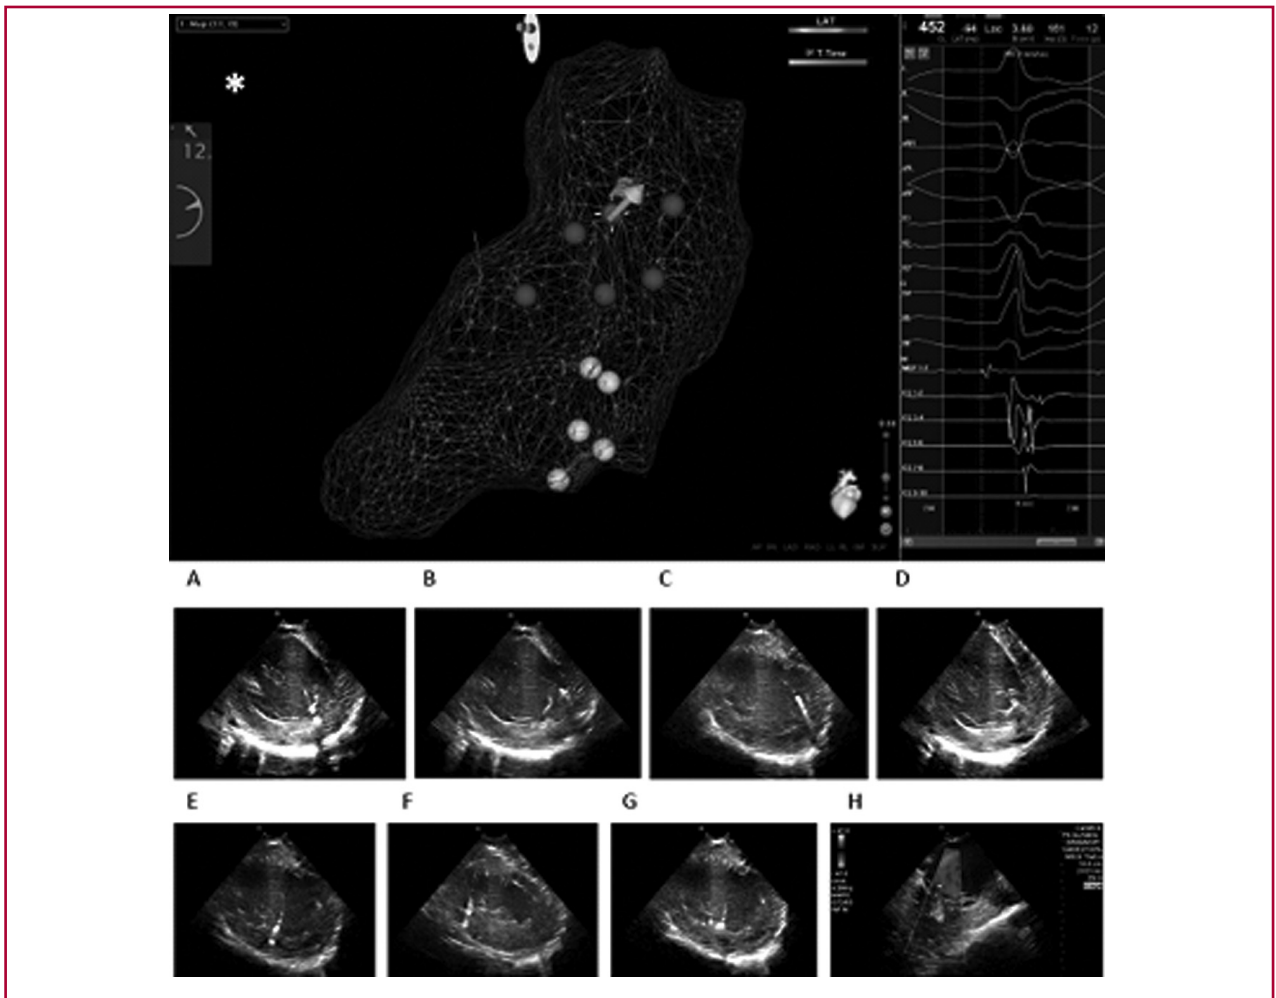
Aislamiento circunferencial de los músculos papilares del ventrículo izquierdo. Mapa anatómico del ventrículo izquierdo. Los puntos de color corresponden a los límites de ambas bases de los músculos papilares (Violeta = base del músculo papilar anterolateral; amarillo = posteromedial), los cuales fueron demarcados utilizando un catéter de ablación 3,5 mm con irrigación abierta y sensor de contacto (SmartTouch SF, BiosenseWebster Inc). Un catéter de crioblación focal de 8 mm fue utilizado para aplicar crienergía en cada uno de esos puntos, hasta lograr el aislamiento eléctrico de los músculos papilares (pérdida de captura ventricular durante la estimulación continua desde el MP). Abajo: Ecografía intracardiaca durante el aislamiento circunferencial de los músculos papilares del ventrículo izquierdo. A) Catéter de crioblación 8 mm situado sobre la base del músculo papilar anterolateral, en el aspecto inferior; B) aspecto superior; C) aspecto anterior (nótese el catéter posicionado por delante del músculo papilar); D) aspecto posterior. Catéter de crioblación focal situado sobre la base del músculo papilar posteromedial: E) en la zona anterior; F) posterior; G) septal; H) monitoreo de la válvula mitral luego de la crioblación. Nótese la ausencia de regurgitación mitral por Doppler color.
